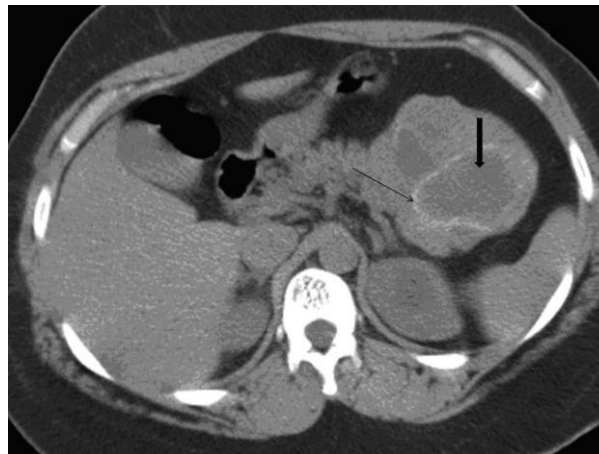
Tumore solido pseudopapillare. L'immagine TC assiale senza m.d.c. mostra una lesione prevalentemente cistica con setti relativamente iperdensi, che si estende anteriormente e lateralmente dalla coda e dal corpo distale del pancreas. Attorno alla lesione è presente una capsula (58).
